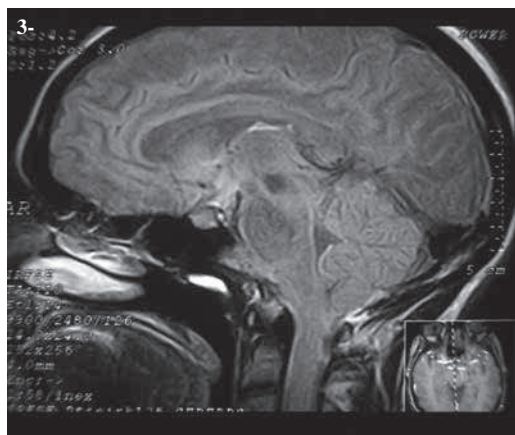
Corte sagital, secuencia FLAIR al nivel de la línea media. Saturación de la señal del LCR
